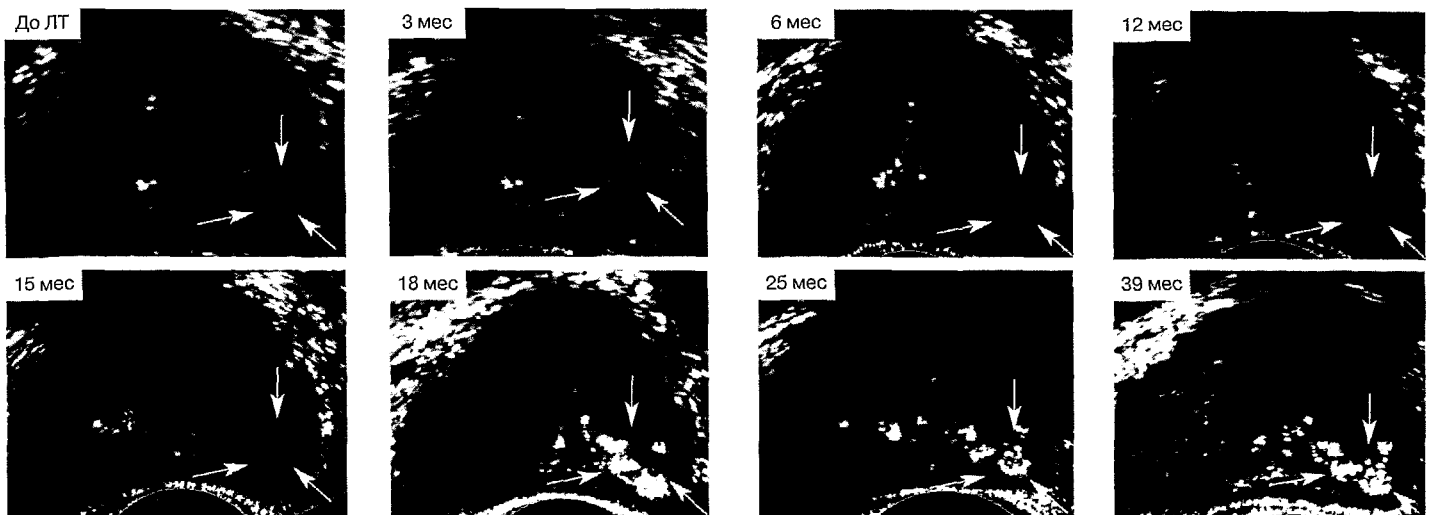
ТРУЗИ с УЗ-ангиографией в диагностике подкапсульной инвазии рака простаты.
